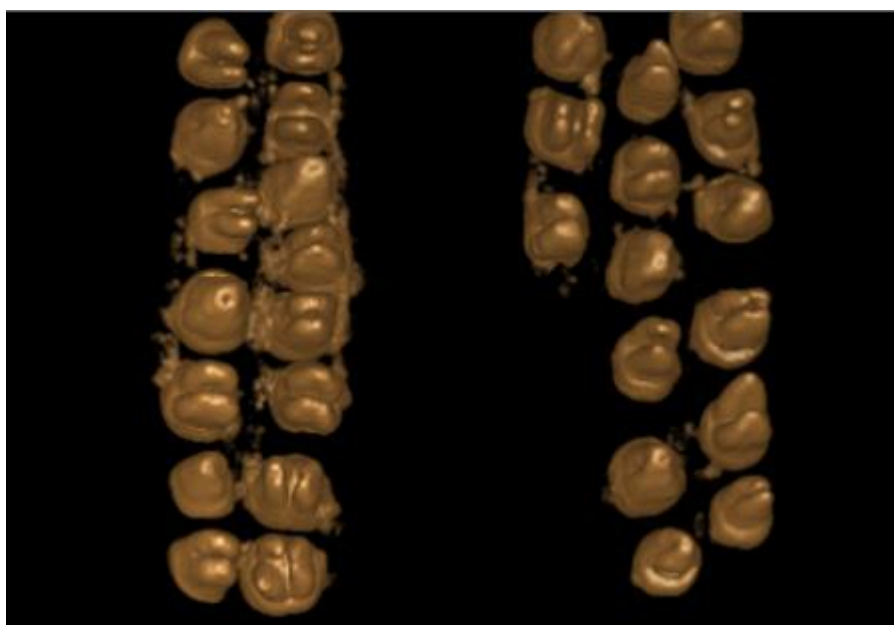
Tomografía del total de muestras del estudio.
